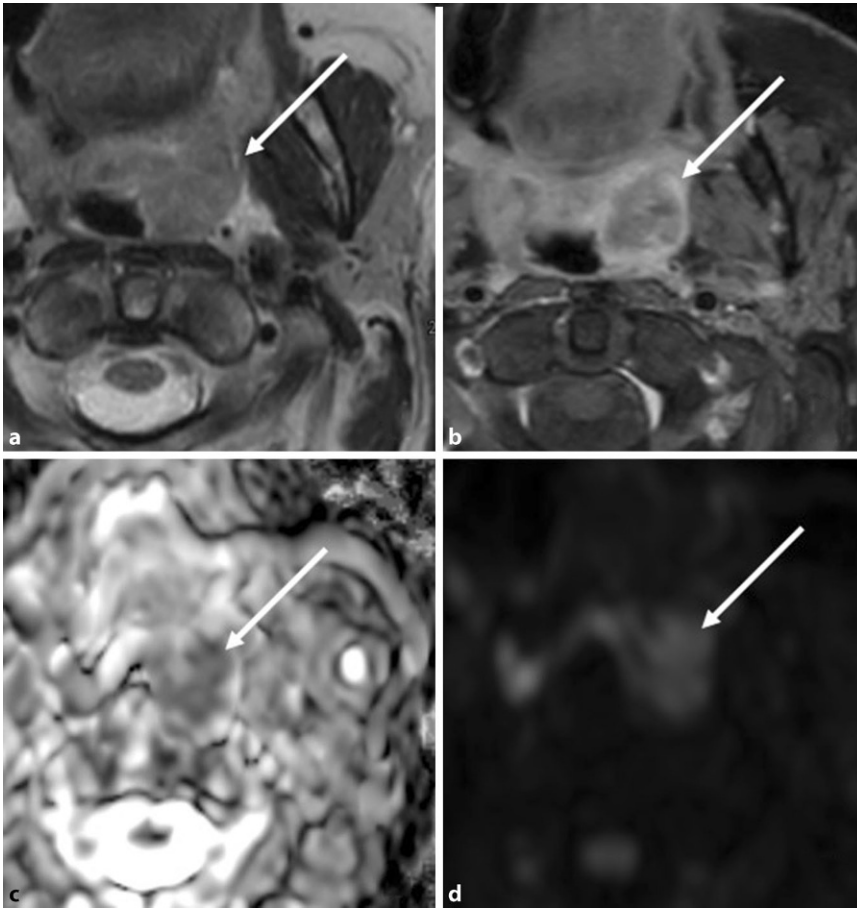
▲ Magnetresonanztomographie (MRT) eines Plattenepithelkarzinoms der Tonsilla pharyngea links (*Pfeil*) bei einer 61-jährigen weiblichen Raucherin mit 70 pack-years. Die Läsion ist diskret T2-hyperintens (a), nimmt randständig vermehrt Kontrastmittel auf (b) und zeigt eine Diffusionsrestriktion in der ADC-Map („apparent diffusion coefficient map“; c) und diffusionsgewichteten Bildgebung (DWI; d)
